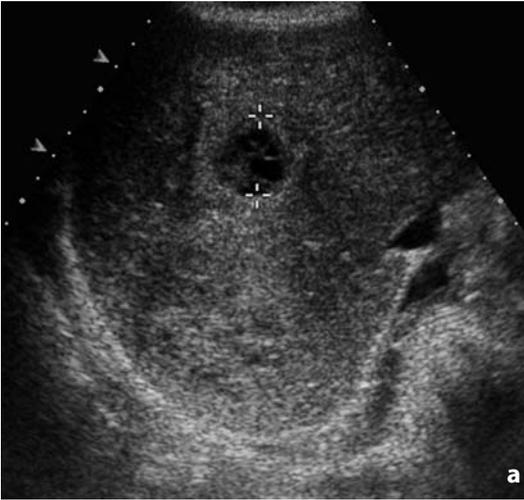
Ecografia. Metastasi epatiche da adenocarcinoma ovarico. Coesistono lesioni cistiche (a) e solide iperecogene (b)
